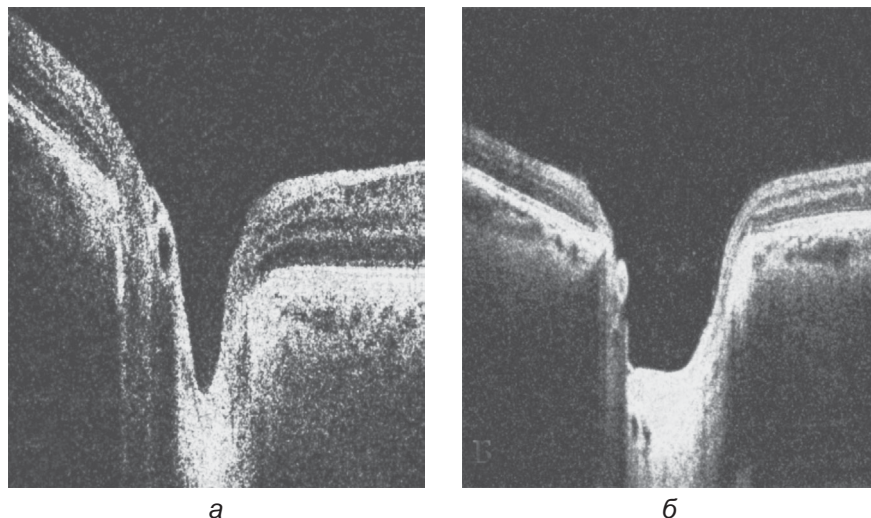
Томограмма диска зрительного нерва: а — ДЗН пациента с начальной катарактой без ПЭС; б — томограмма ДЗН пациента с ПЭГ III стадии
